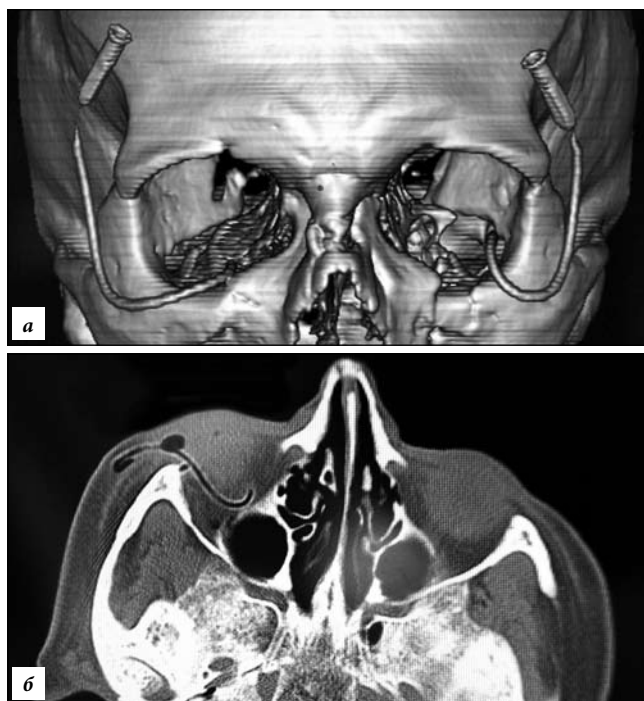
Компьютерная томография при ретробульбарной катетеризации:
